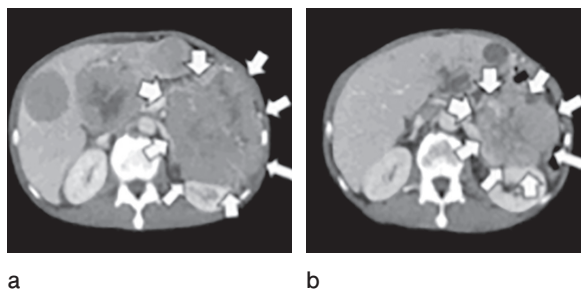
初診時 (a) とエベロリムス内服 day129 (b) の CT 所見
